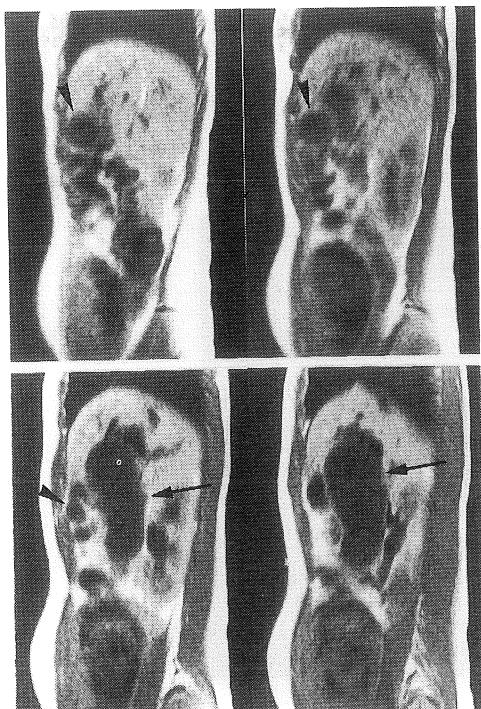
MRI矢状断像SR(500/30) 拡張した総胆管（矢印）と連続する腫大した胆囊（矢印）が認められる。
